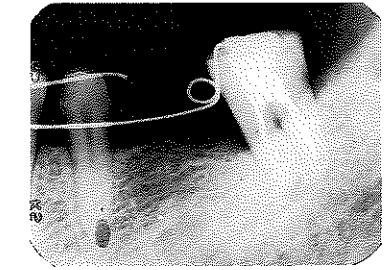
約7週後のX線写真。ほぼ整直はできたものの、7の近心の骨吸収像が気になるところである
